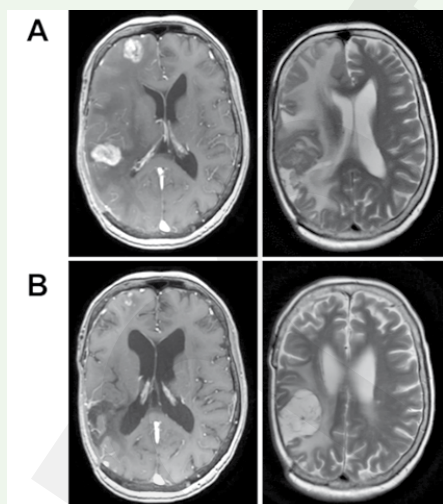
IRM avant le début du traitement (A) ainsi qu'après 9 mois (B) avec une thérapie de trastuzumab-emtansine
